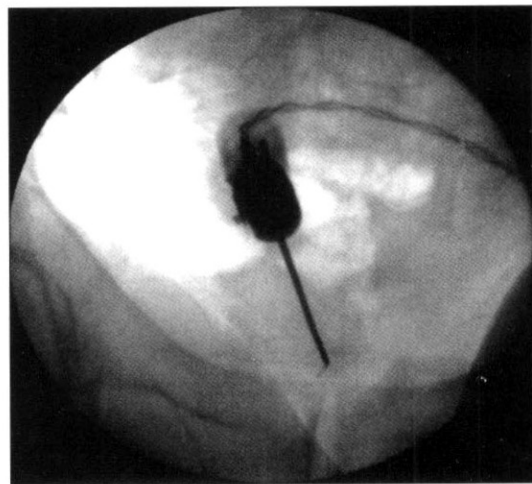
Anteroposterior radiograph showing proper positioning for a curved tip electrode for neurotomy of the ganglion.
